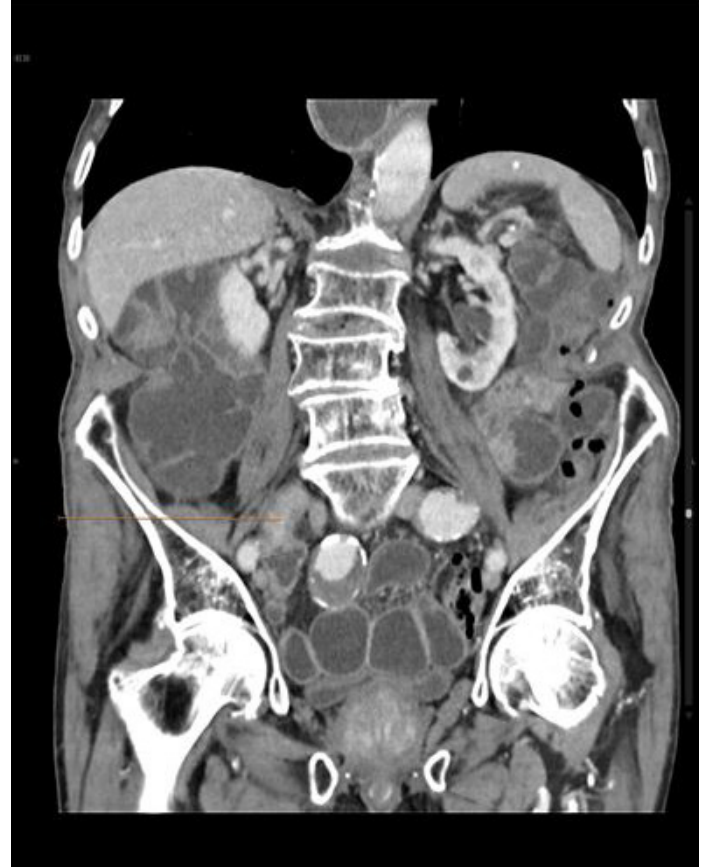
Reconstrucciones axial y coronal de TAC: dilatación de asas de intestino delgado con cambio de calibre localizado en región inguinal derecha (flechas).
